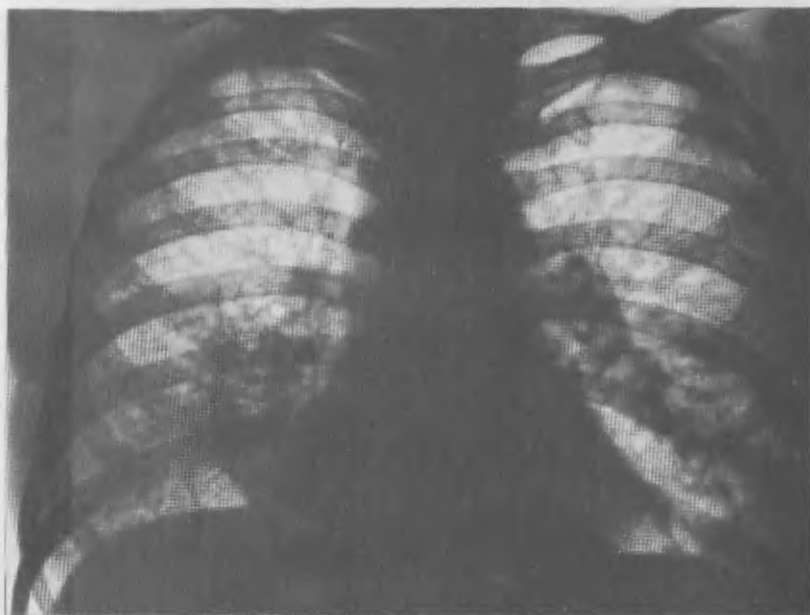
Рентгенограмма легких при саркоидозе в фазе образования гранулем. Грубые сетчато-узелковые тени. Увеличенные лимфатические узлы в корнях легких. Диагноз подтвержден биопсией легкого.
